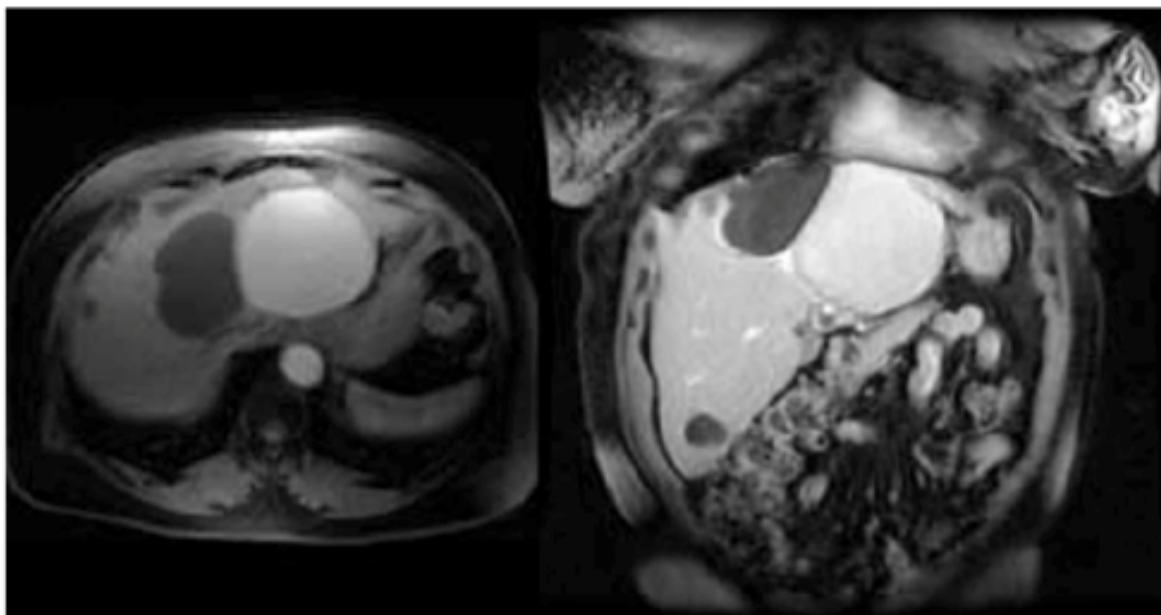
IRM/séquences en pondération T1 : Lésion en hypersignal avec prise de contraste dans la paroi après injection de gadolinium [89]
